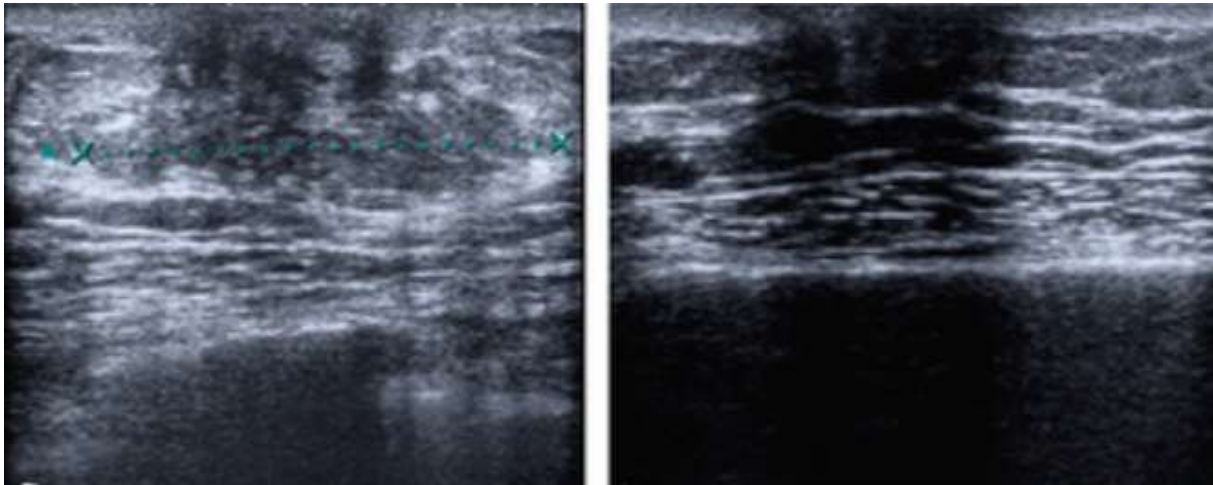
Échographie mammaire (gauche) : plage discrètement hypoéchogène mal limitée rétromamelonnaire évoquant d'une gynécomastie nodulaire.
